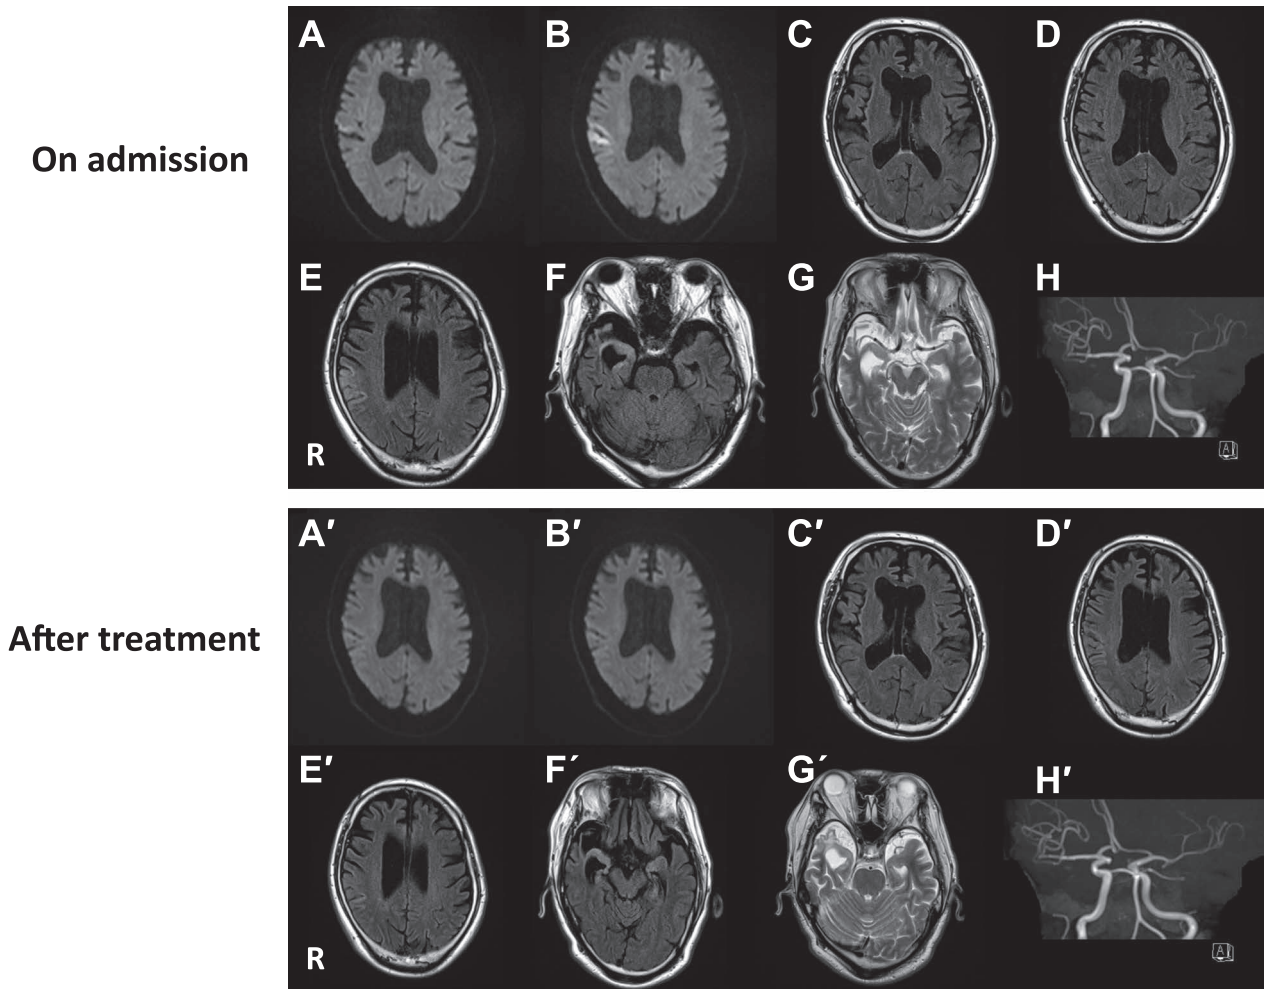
Brain MRI findings on admission and after treatment.
